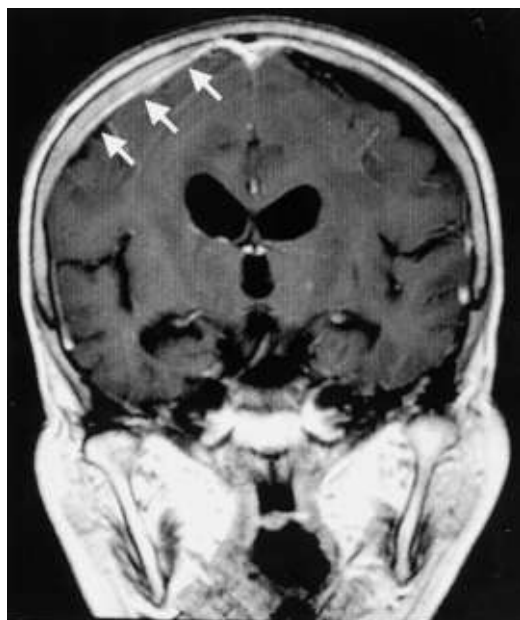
Enhanced head MRI (FLAIR image, sagittal view) reveals enhanced and thickened meninges at the right frontal region (arrows)
